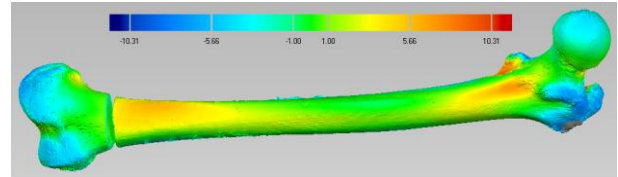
Deviation between CT generated and BIFROST Femur-Model in mm
